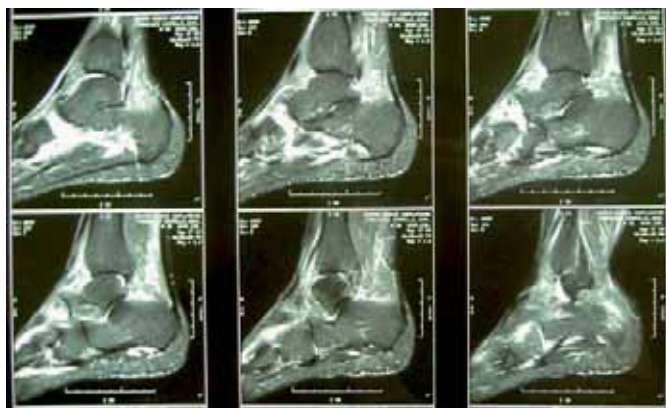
y 4.: RM que muestra imágenes de necrosis del escafoides con afectación de la articulación astragaloescafoidea.
